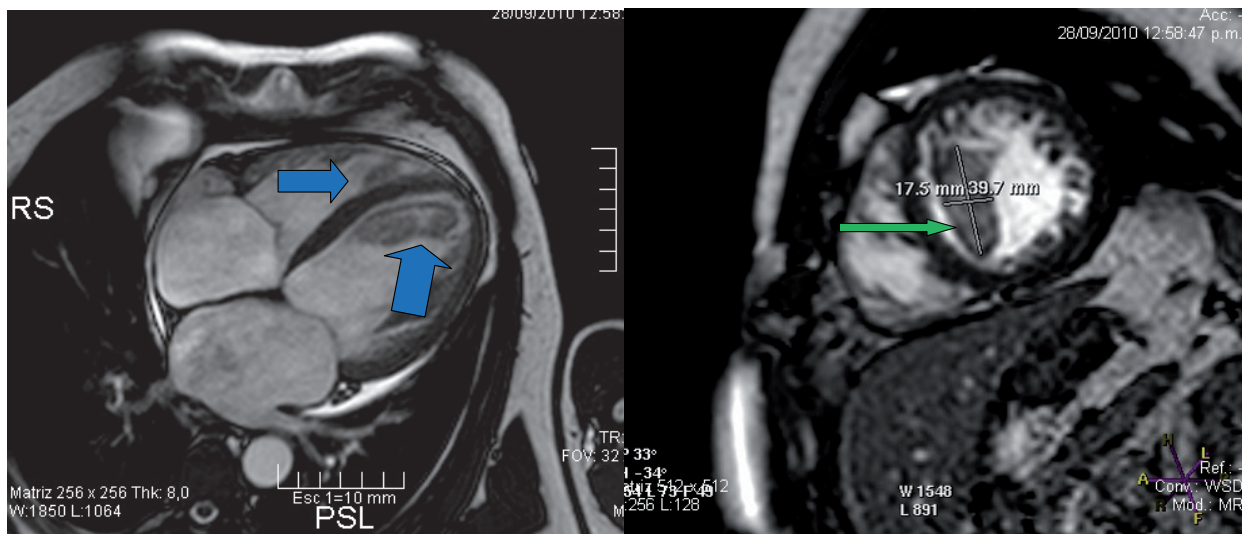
A. Eje largo cuatro cámaras en RMN; se visualizan imágenes avasculares en ambos ventrículos. B. RMN eje corto muestra trombo en VI.
